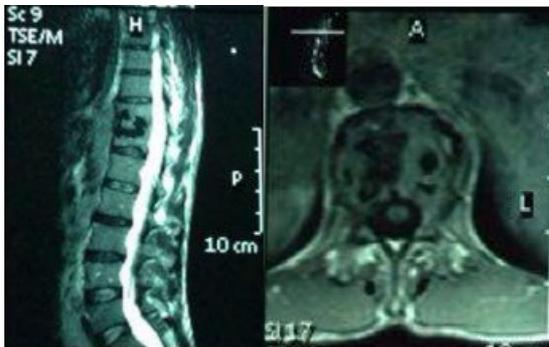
RM de columna vertebral. Se observa degeneración granulomatosa de cuerpos vertebrales en corte sagital y transversal.
